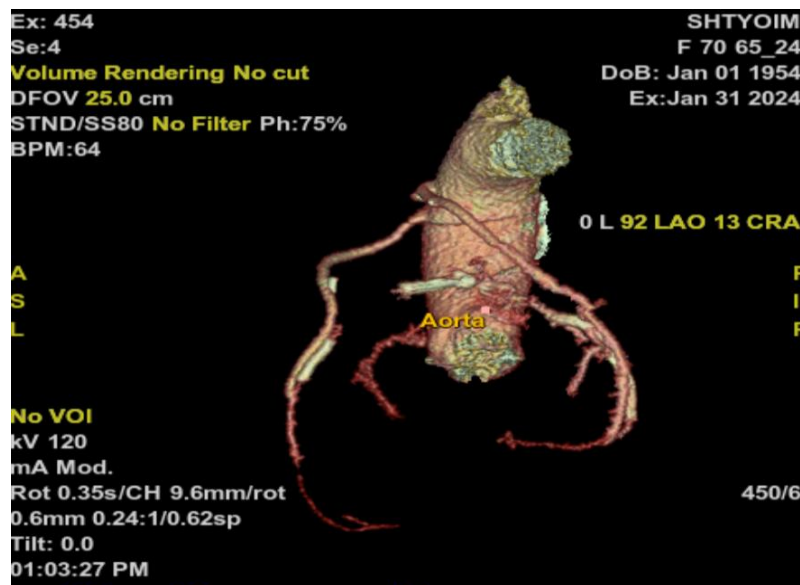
МСКТ-ангиография пациента У., 70 лет.
